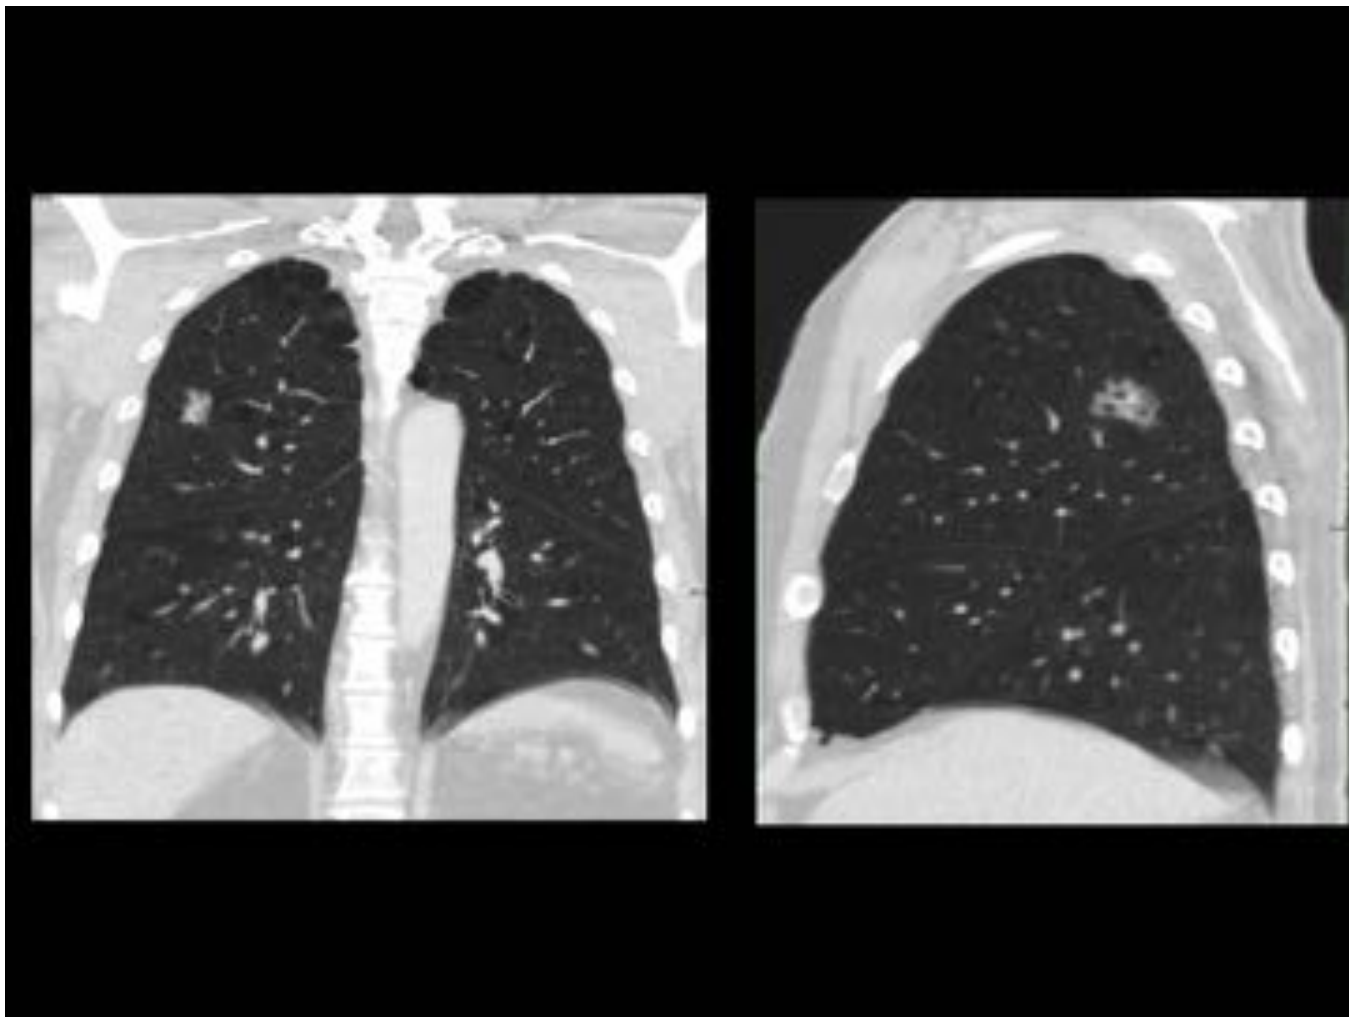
TC de tórax con ventana de pulmón. Nódulo en VD con componente sólido con broncograma aéreo en su interior en el LSD. A) reconstrucción coronal B) reconstrucción sagital. La AP tras la resección mostró que se trataba de un adenocarcinoma invasivo.
